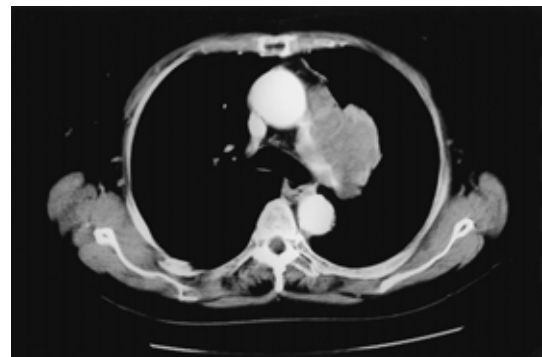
Chest CT film obtained on admission, showing a mass lesion in the left hilum.
